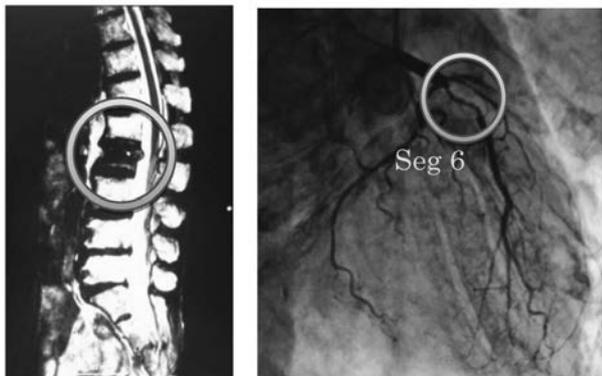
腰部MRI画像（左）、冠動脈造影画像（右）
